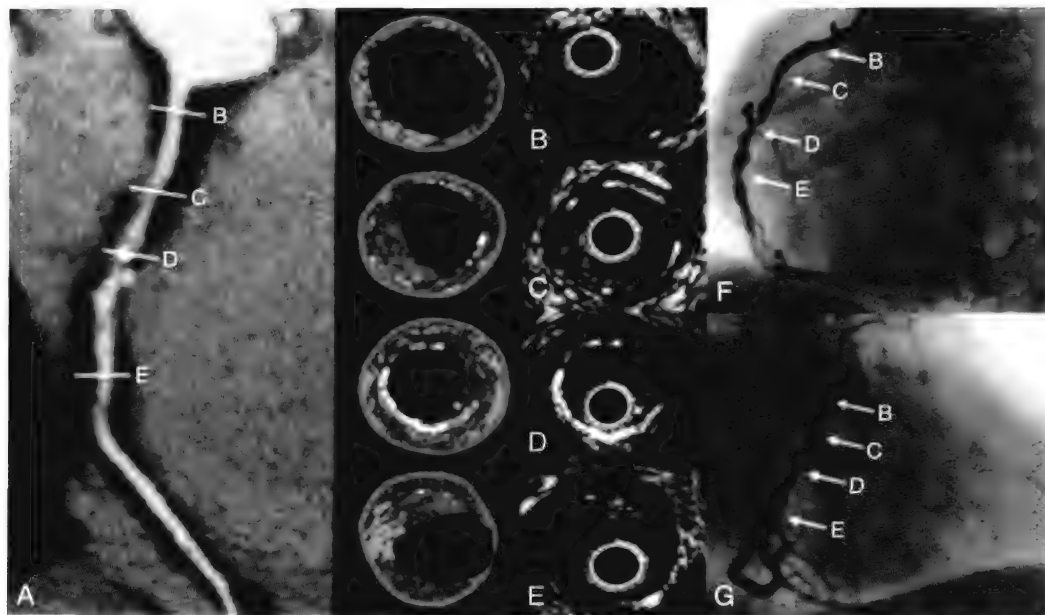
不稳定心绞痛患者罪犯血管冠状动脉斑块。A (左侧), 多排螺旋CT多平面重建显示RCA的阻塞非钙化性和混合性斑块。B~E (中间), 血管内超声 (IVUS) 灰度图像和相应的VH-IVUS (虚拟组织学图像)。B, 右冠状动脉近段少量的斑块, MSCT图像正常。右冠状动脉近段及远段非钙化的薄纤维帽纤维粥样斑块合并有大的坏死核心 (C及E)。相应的VH-IVUS显示右冠状动脉中段横断面的混合斑块 (D)。F及G (右侧), 有创冠状动脉造影证实右冠状动脉多处的闭塞性狭窄。VH-IVUS斑块成分: 深绿, 纤维组织; 浅绿, 纤维脂肪组织; 红色, 坏死核心组织; 白色, 致密钙化组织。
